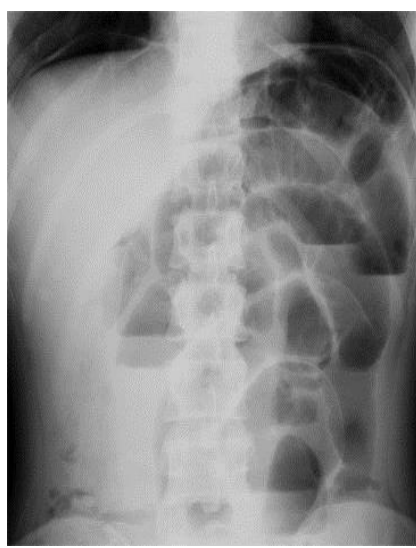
Обзорная рентгенограмма брюшной полости (вертикальное положение).
